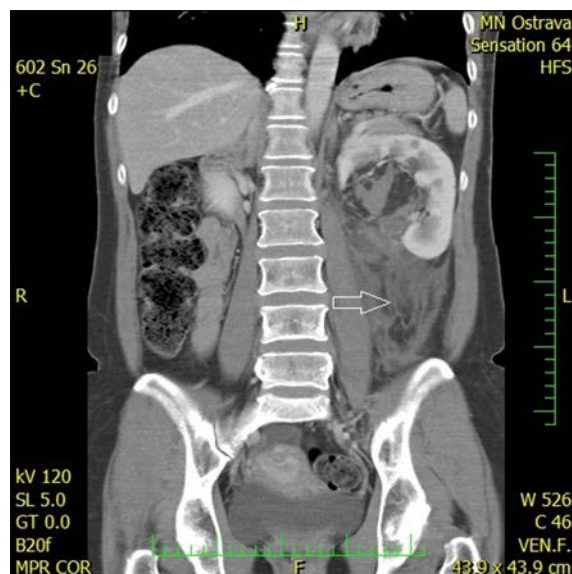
CT levé ledviny venózní fáze, koronární řez
